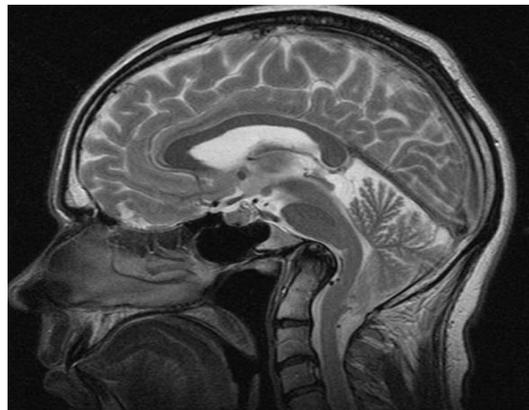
IRM T2 Vue sagittale d'un patient atteint d'IB, le tronc cérébral est comprimé (344).
